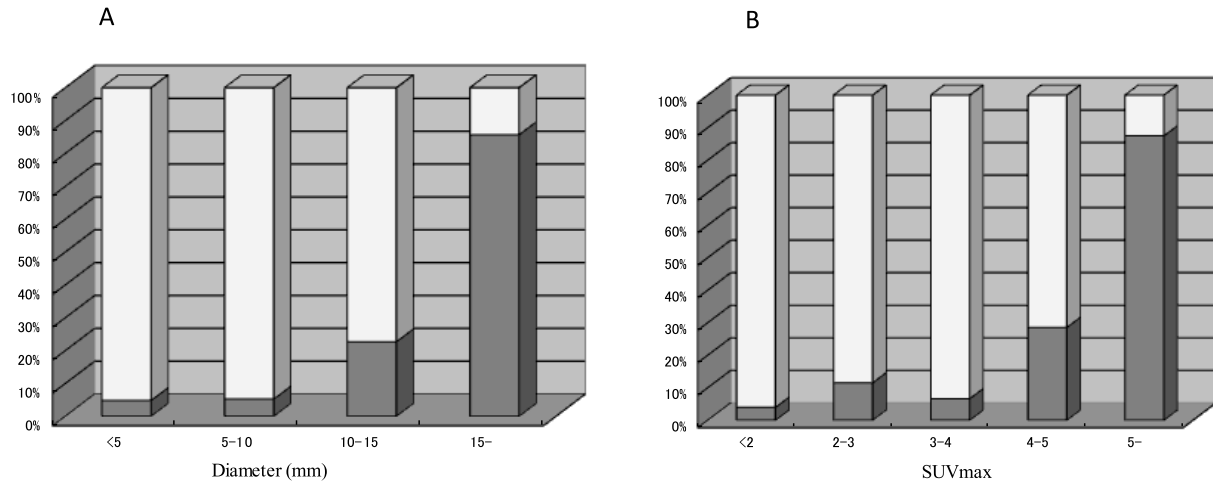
Ratio of N1 lymph node metastasis according to the diameter and SUVmax of lymph node. A: Diameter (short axis). B: SUVmax.
